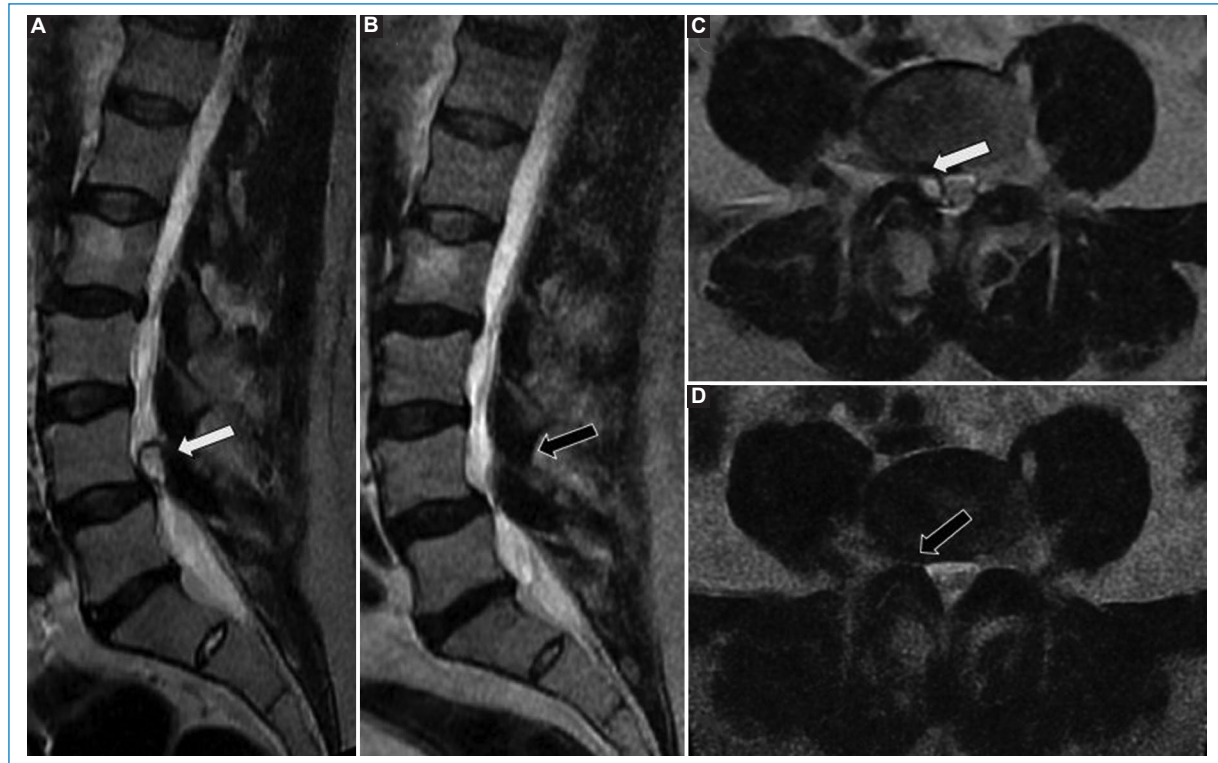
(A y C) Primer estudio. (B y D) Estudio de control. RM de columna lumbar: A y B en secuencia ponderada en T2, plano parasagital derecho; C y D en secuencia ponderada en T2, plano axial al nivel L4-L5. Mujer de 63 años con lumbociatalgia derecha de un año de evolución. Se observa una formación quística, de señal líquida, con borde hipointenso (flecha blanca), en la articulación interfacetaria derecha, situada en el espacio epidural lateral derecho, que comprime el saco tecal y la raíz nerviosa ipsilateral. En el control realizado 21 meses después, el quiste sinovial ha desaparecido (flecha negra).
